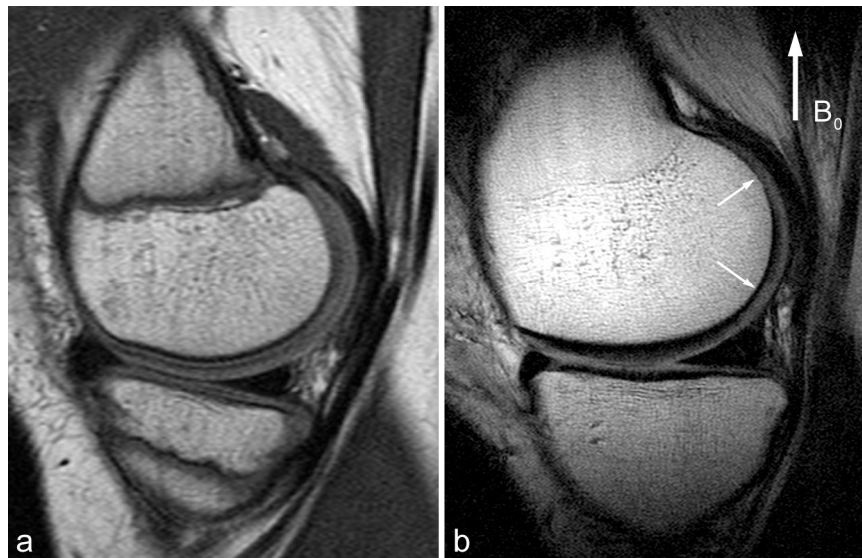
MRT-Aufnahmen von menschlichen Kniegelenken. a: Entsprechend dem juvenilen Entwicklungsstadium eines 11-jährigen Mädchen sind auf dem MRT-Bild (SE, TE/TR=30/600 ms) mehrere Knorpelzonen sichtbar (s. Kap. 2.1.2.2); b: Das T_2 -gewichtete MRT-Bild (SE, TE/TR=20/720 ms) des Knies eines Erwachsenen (M, 21 Jahre) zeigt eine adulte Struktur entsprechend dem Arkaden-Modell (s. Kap. 2.1.2.2). Mit Pfeilen sind hyperintensive Regionen innerhalb der Knorpelschicht angezeigt.
